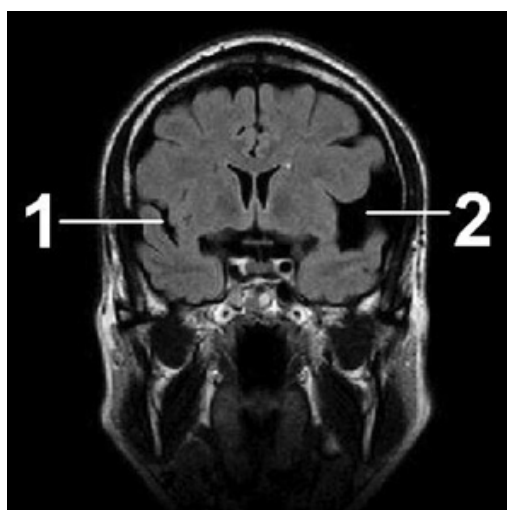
Пациент Н., 1,5 года. МРТ головного мозга до остеопатического лечения:
